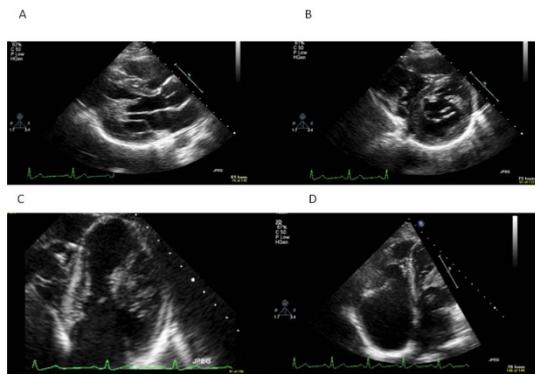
Double-chambered left ventricle in echocardiography. A: parasternal long-axis view showing the double-chambered left ventricle and the hypertrophic papillary muscle and interventricular septum. B: parasternal short-axis view focusing on the presence of two chambers divided by abnormal muscular tissue. C: apical four chamber view focused on left ventricle showing a normal size double chambered left ventricle. D: apical four chamber view focused on right ventricle representing a dilatation of both right atrium and right ventricle.
